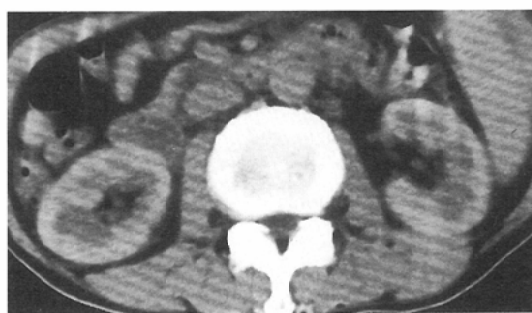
CT scan 12-24 hours after angiography shows residual contrast medium in the kidney
